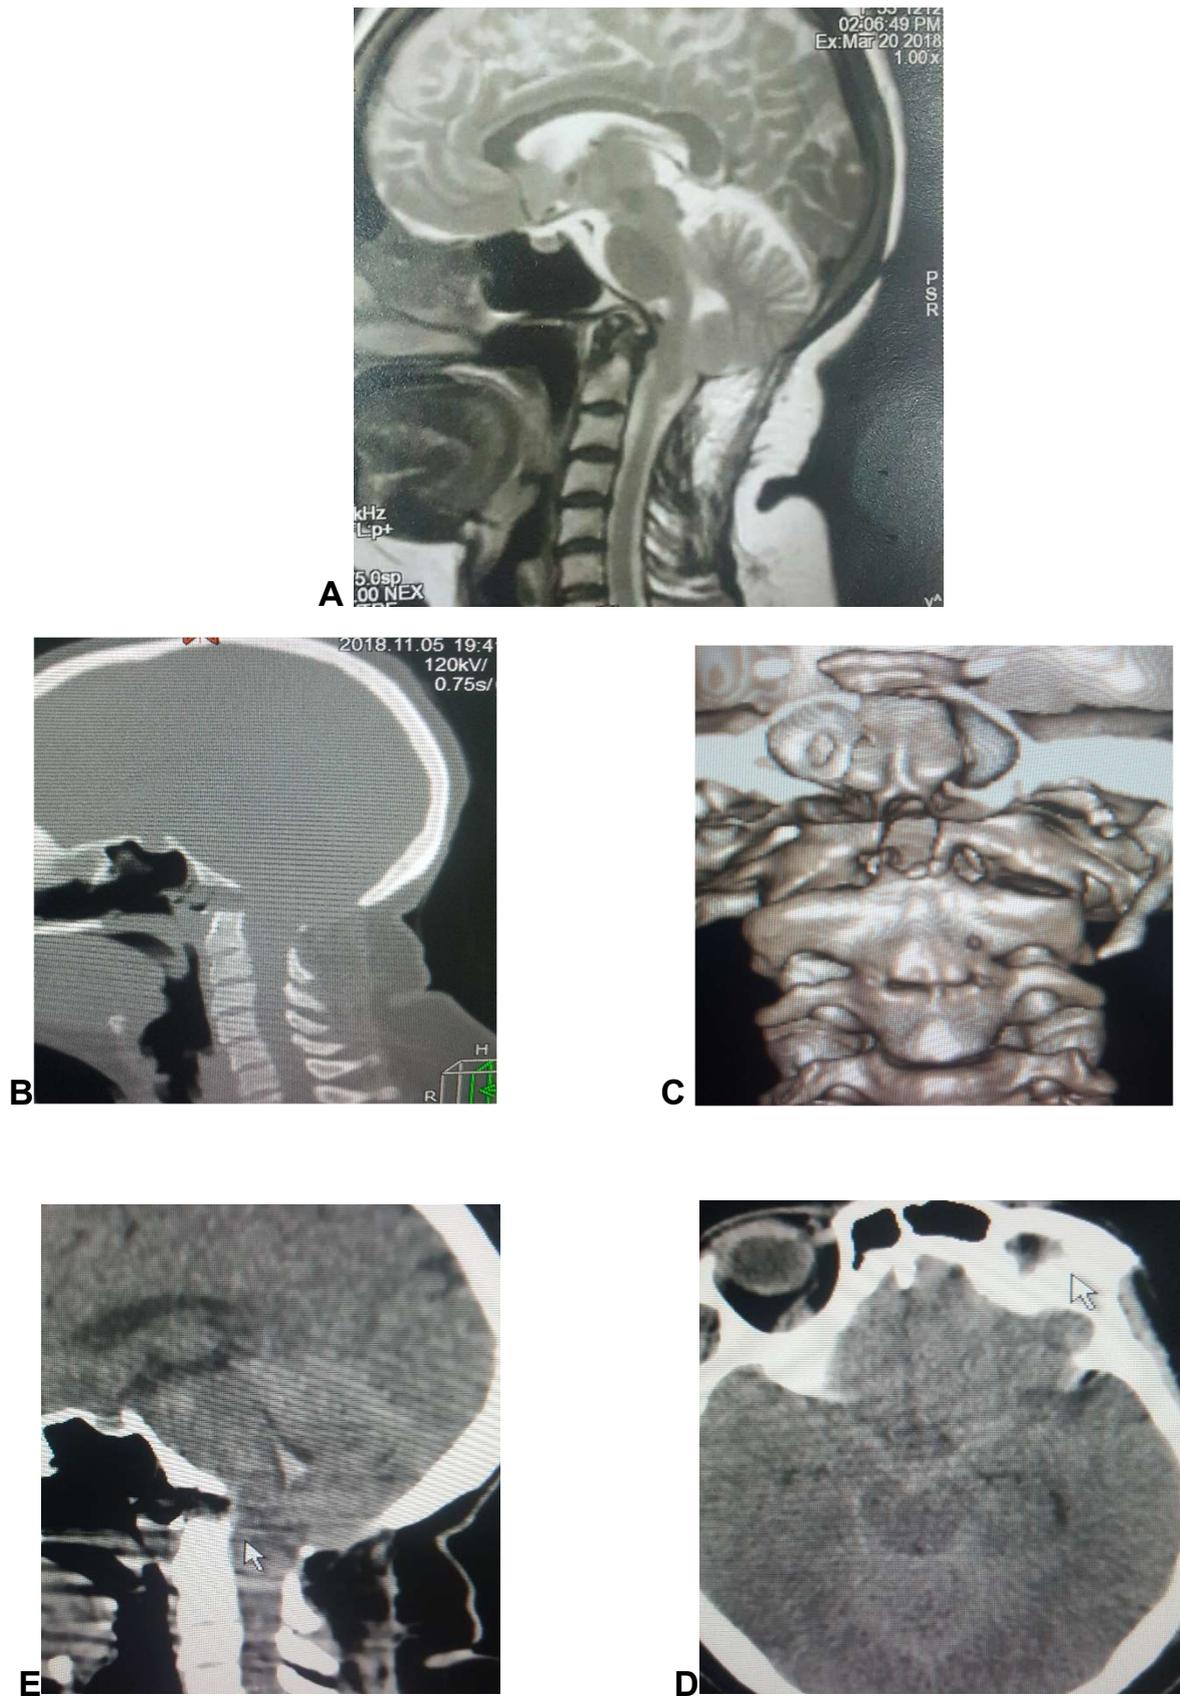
L'IRM préopératoire du cinquième patient (A), et le scanner postopératoire montrant l'odontoïdectomie (B, C) et l'hémorragie sous-arachnoïdienne postopératoire (E, D).
